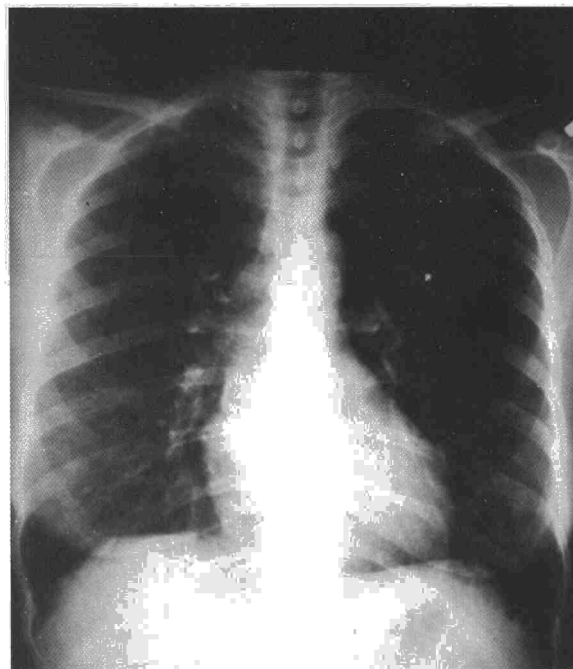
Radiografía de tórax tres semanas después del ingreso, con resolución de las imágenes alveolo-intersticiales.
